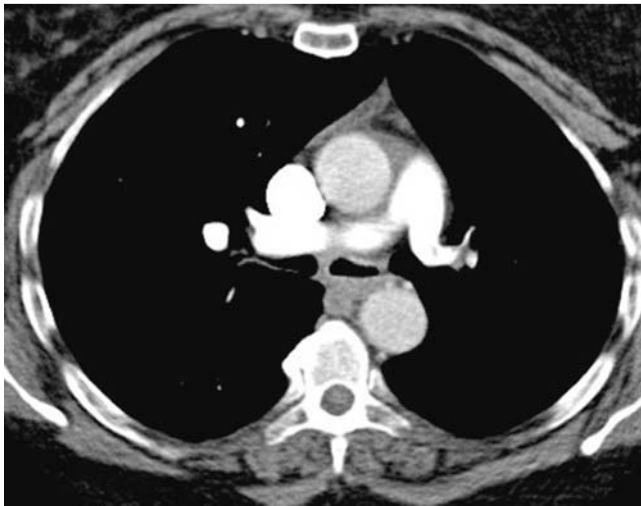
Patient 2/CT-Thorax: hypoplastische Pulmonalarterie links.
